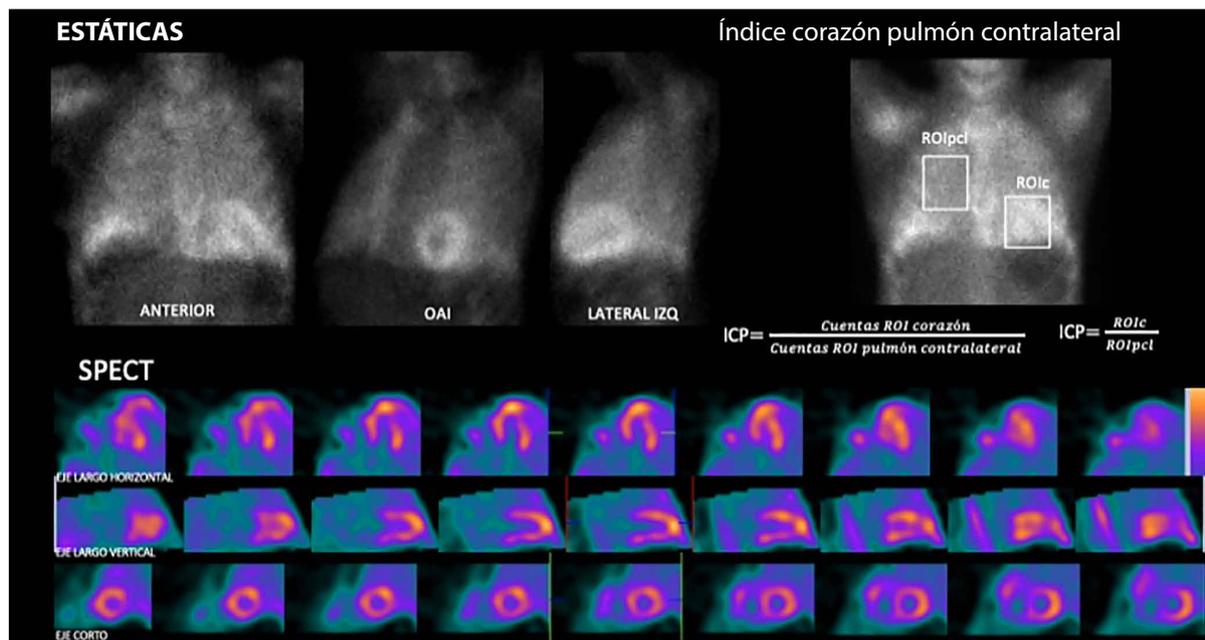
Imágenes de gammagrafía con PYP para detección de amiloidosis transtiretina, Cardiología Nuclear -INCOR. A). Proyecciones anterior, oblicua y lateral izquierda de la captación cardíaca. B). Índice corazón/contralateral (H/CL) de la captación cardíaca mediante aplicación de ROI, en este caso 1,5. C). Imágenes SPECT del mismo paciente mostrando captación biventricular de PYP.
